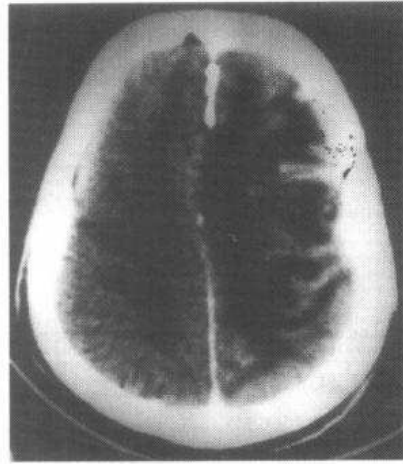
与 2-8-7a 同一病例 CT 增强图像, SRS 治疗后 24 个月可见肿瘤缩小、中央坏死, 瘤周水肿显著, 为手术证实
